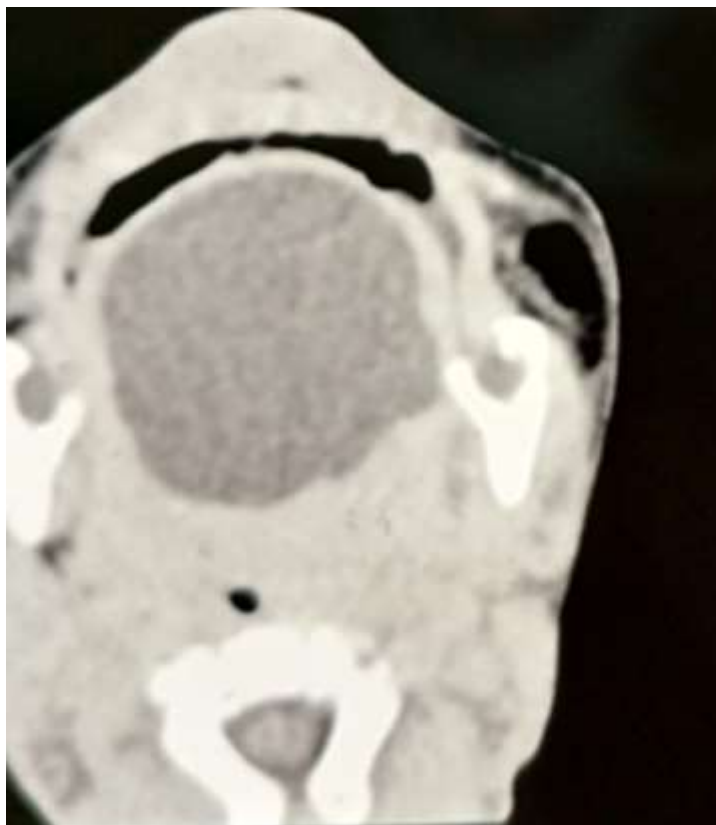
TDM Maxillo-faciale (coupe axiale)
